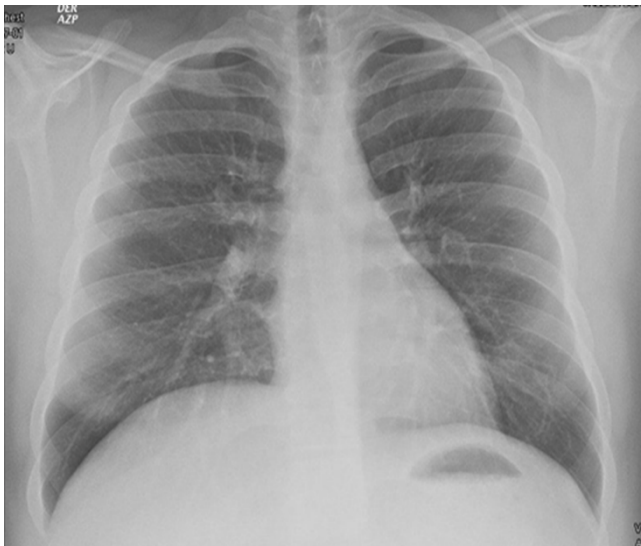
Radiografía de tórax sin evidencia de lesiones pulmonares.
